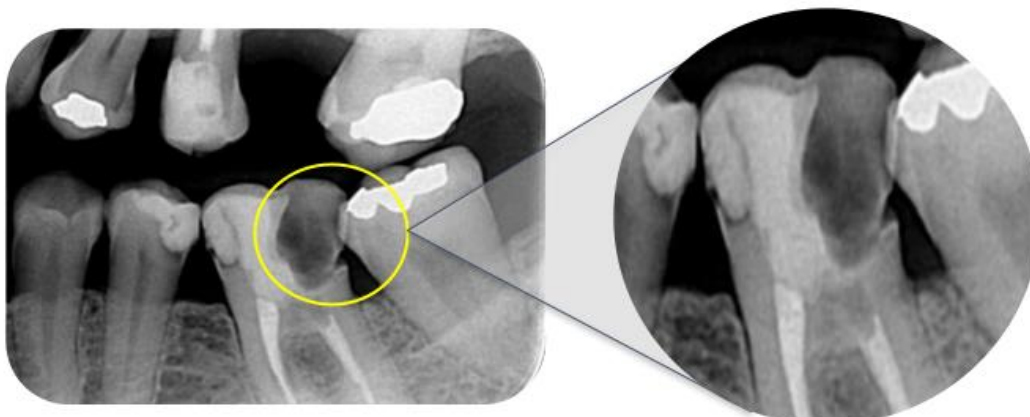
Radiografia interproximal evidenciando região radiolúcida na distal do dente 37 sugestivo de cárie e com distância da crista óssea à margem da cárie inferior a 3 milímetros de comprimento, fortalecendo a evidência de necessidade de tratamento cirúrgico periodontal.
